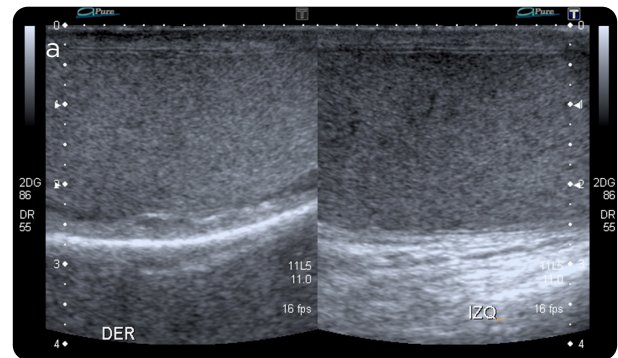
a) Ecografía comparativa de ambos testículos, que muestra la alteración difusa de la ecogenidad del testículo izquierdo, sin evidencia de masas. b) En la exploración con Doppler color se observa un marcado aumento de la vascularización en el testículo con las alteraciones descritas en modo B, en un paciente con orquiepididimitis.
